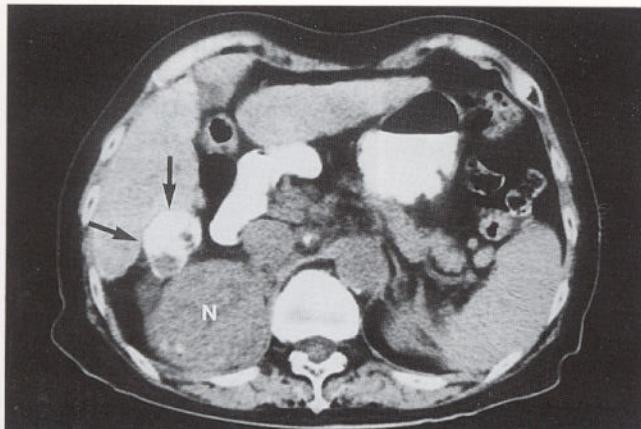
Lipiodol CT 2 weeks after TACE shows lipiodolized hepatoma (arrows), with focal non-lipiodolized area (N).
